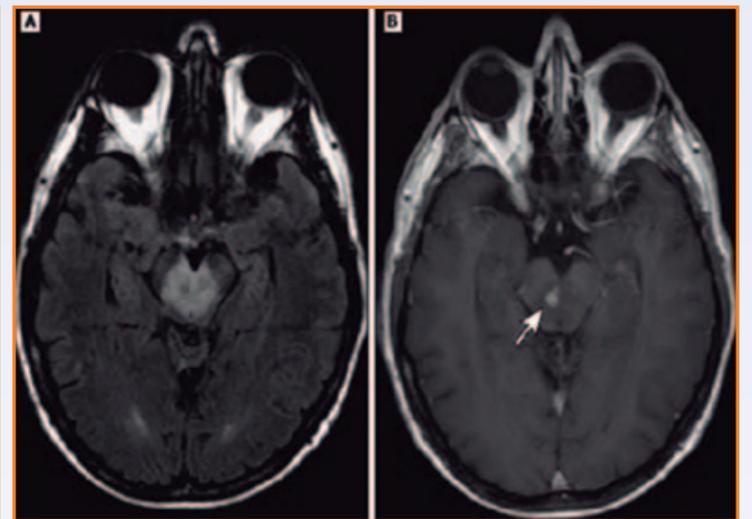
(A) FLAIR: área hiperintensa homogénea en la porción central del mesencéfalo. (B) T1 tras contraste: área nodular de realce con márgenes mal definidos dentro de la lesión. Fuente: UpToDate.
